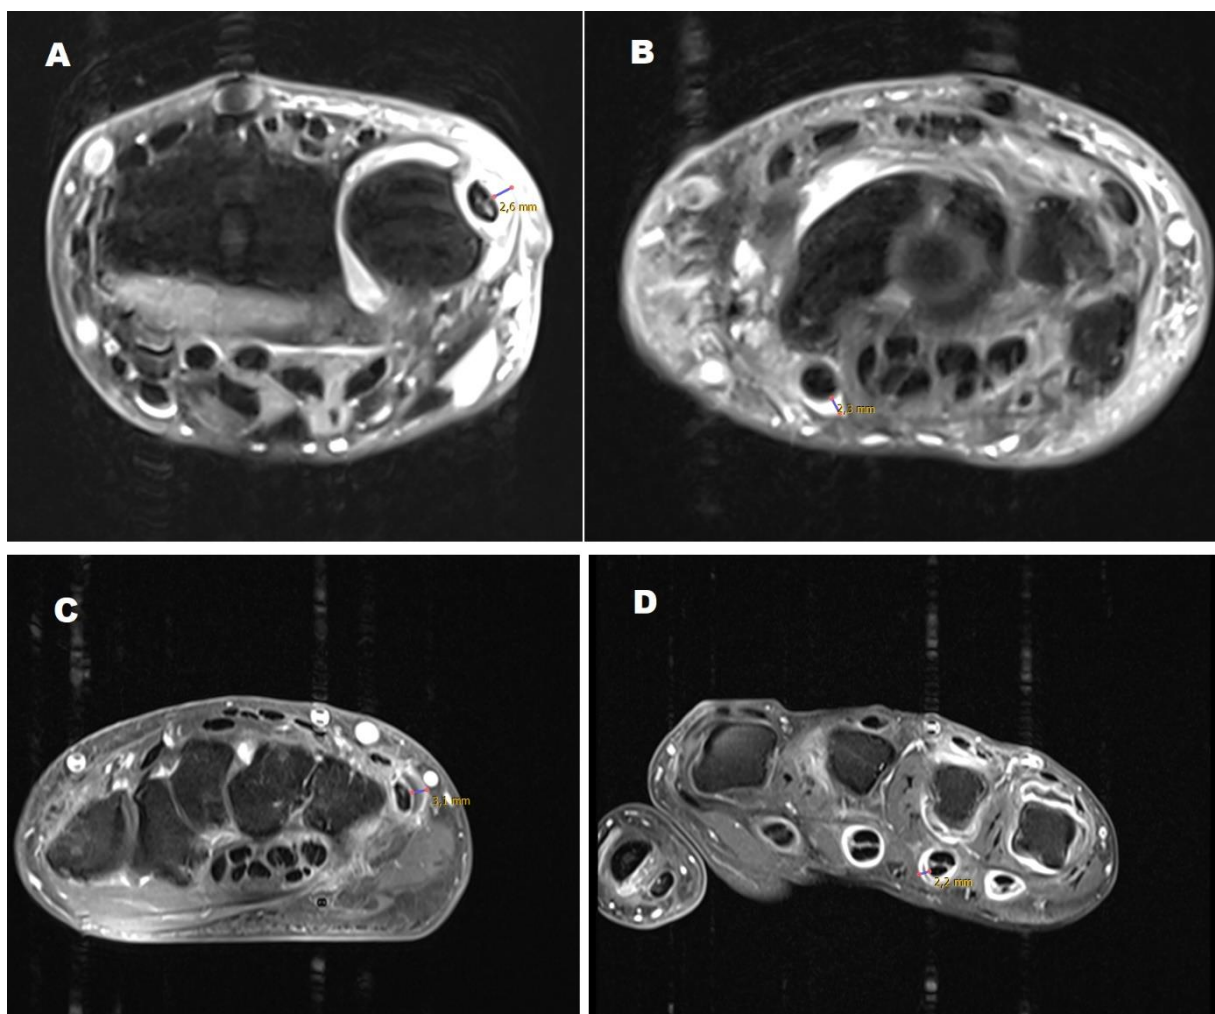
Evaluationsbeispiel von Tenosynovitiden durch MRT-Sequenzen
